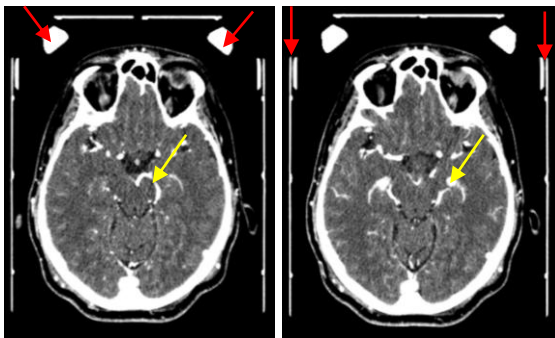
Aquisição de TC Crânio Encefálica com injeção de contraste endovenoso após colocação de quadro estereotáxico imediatamente antes da cirurgia. As setas vermelhas demonstram os pinos de fixação e as barras do quadro de estereotaxia. As setas a amarelo representam o contraste endovenoso, administrado para evidenciar as estruturas vasculares. Fonte: Caso Clínico do HSM.
